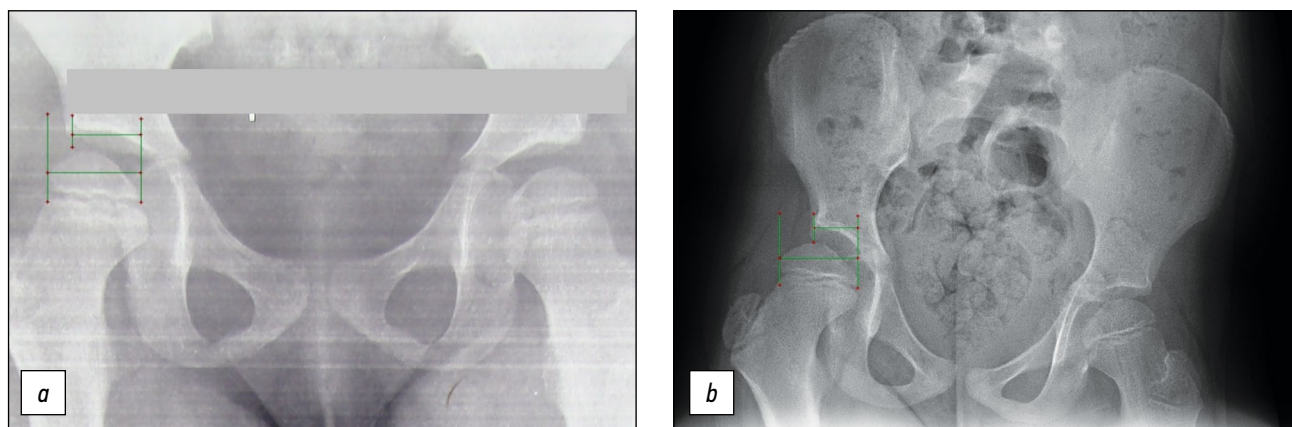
Пациентка П., 8 лет. Диагноз: дисплазия тазобедренных суставов. Неравенство длины нижних конечностей. *a* — прямая рентгенограмма таза, коэффициент покрытия головки бедра составляет 0,74; *b* — постуральная рентгенограмма нижних конечностей, коэффициент покрытия головки бедра составляет 0,56.
